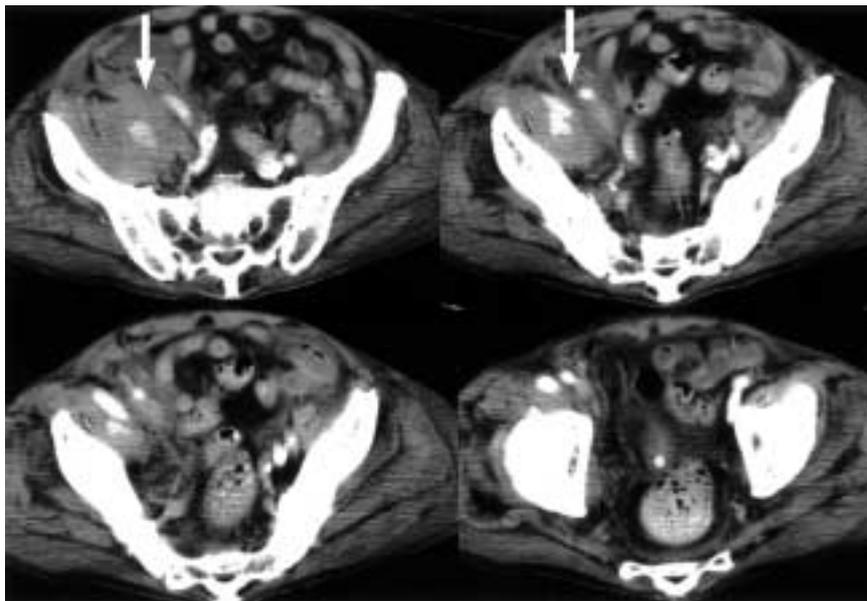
Abdominal CT scan reveals retroperitoneal hematoma (arrows) 5 days after the puncture
